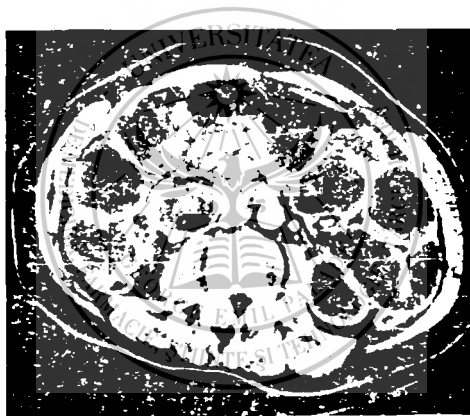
Computer-tomografie. Ocluzie intestinală; dilatarea anșelor intestinale cu nivele hidro-aerice.
